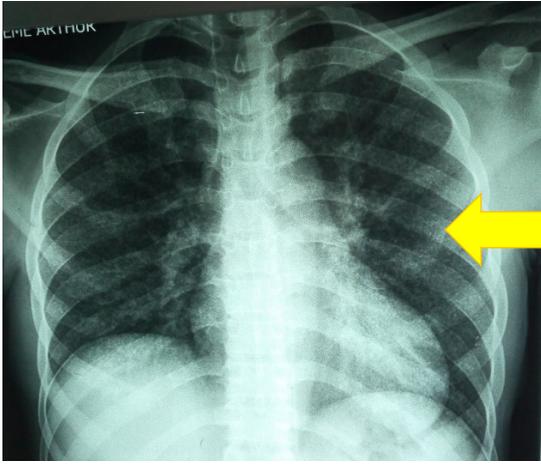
Image radiographique de miliaire
